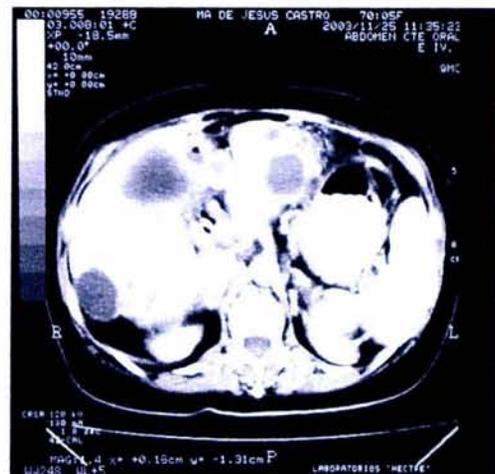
TAC de control posquirúrgico.
